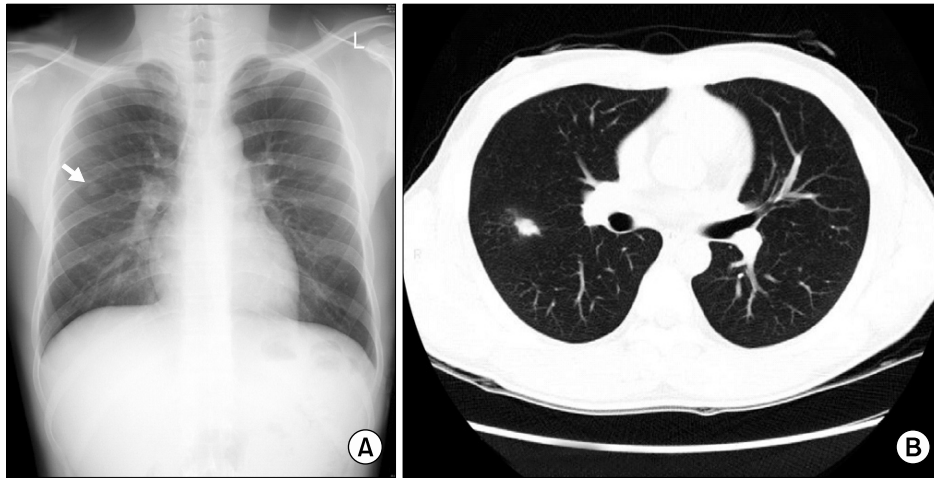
About 16 mm sized nodule was observed in right middle lung zone on simple chest X-ray (A). HRCT demonstrated about 14 mm sized, ill-defined, irregular shaped nodule with subtle ground glass attenuated halo on right upper posterior segment (B).
